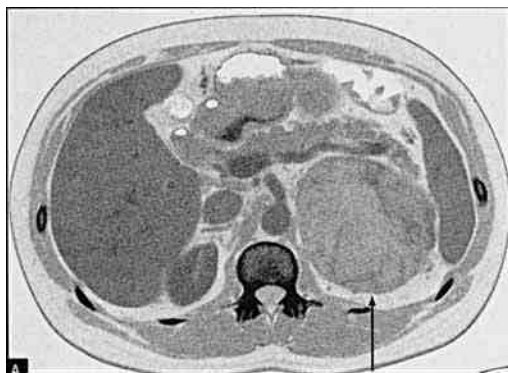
Аксиальная КТ с контрастом. Опухоль левого надпочечника
